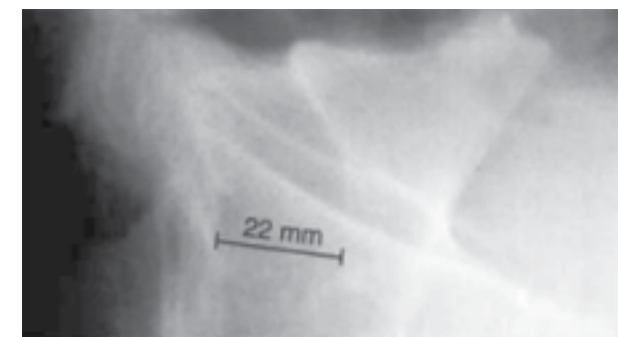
Измерение сагиттального диаметра спинномозгового канала на уровне S_1 для диагностики дуральной эктазии рентгенологическим методом.
